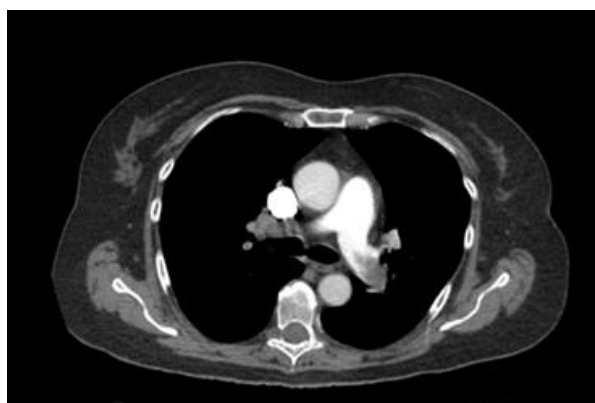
Данные МС КТ с контрастированием легких при массивной ТЭЛА больной С., 62 года
